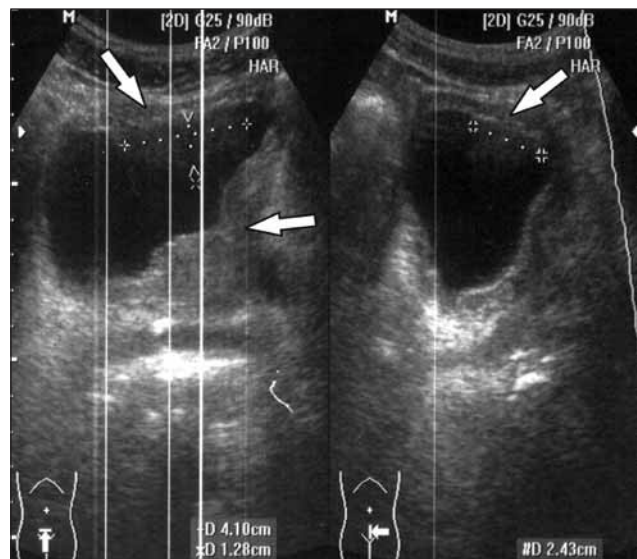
УЗИ мочевого пузыря. Контрольное обследование после I цикла РХТ: отмечается уменьшение экзофитного компонента опухоли (стрелки)
